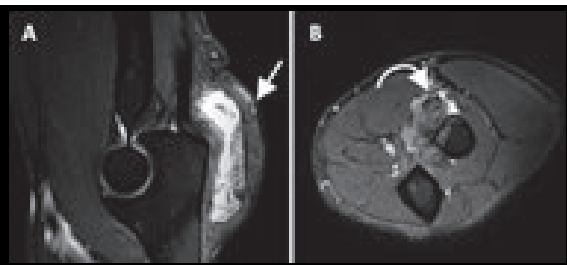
Rotura do tendão da cabeça longa do bíceps no plano do terço médio do braço. Na RM do braço é possível identificar o local da rotura (seta curva), porém a região do ombro não tem sinal adequado. Já na RM do ombro do mesmo paciente utilizando bobina específica é possível identificar facilmente a rotura do tendão do supraespal (seta).
